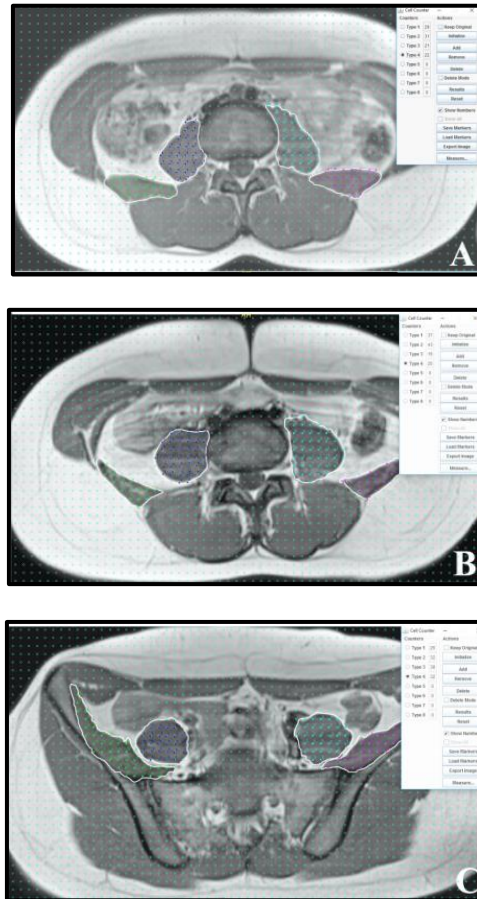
throwing point grids upon MR images, and determining the points fallen to the muscles, in the ImageJ program. The image is taken from A; L3-L4, B; L4-L5 intervertebral disc and C; S₂ vertebra levels.
